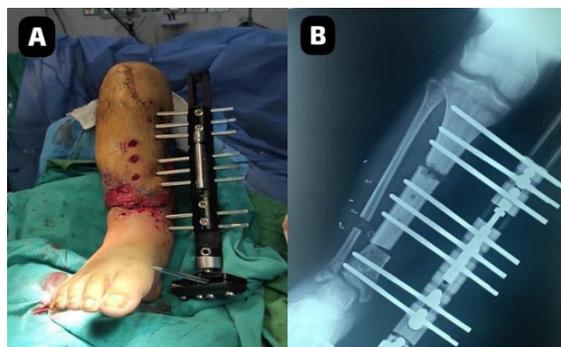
A: Vista externa del fijador externo (Orthofix) colocado en el paciente en el posoperatorio inmediato. B: Radiografía anteroposterior de pierna derecha se puede distinguir los schanz colocados entre las osteotomías para iniciar la distracción.
